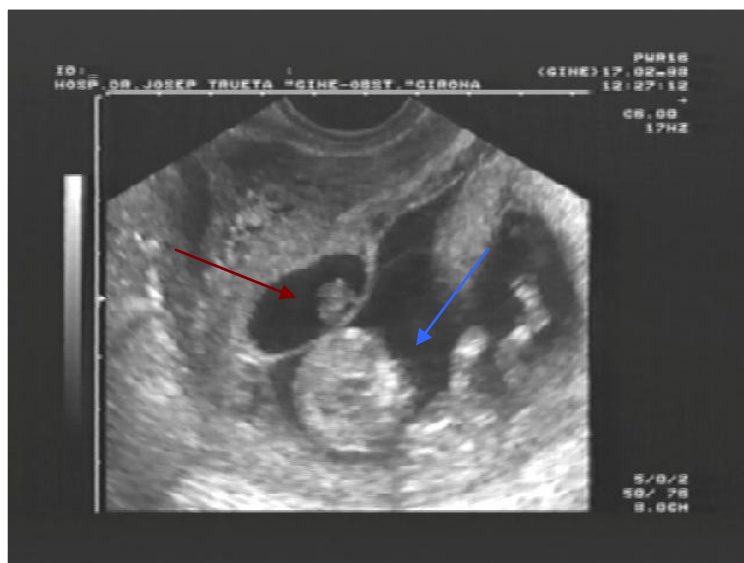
Ecografia d'un cas de bessó evanescent senyalat amb la fletxa vermella i amb la fletxa blava el bessó sa.
